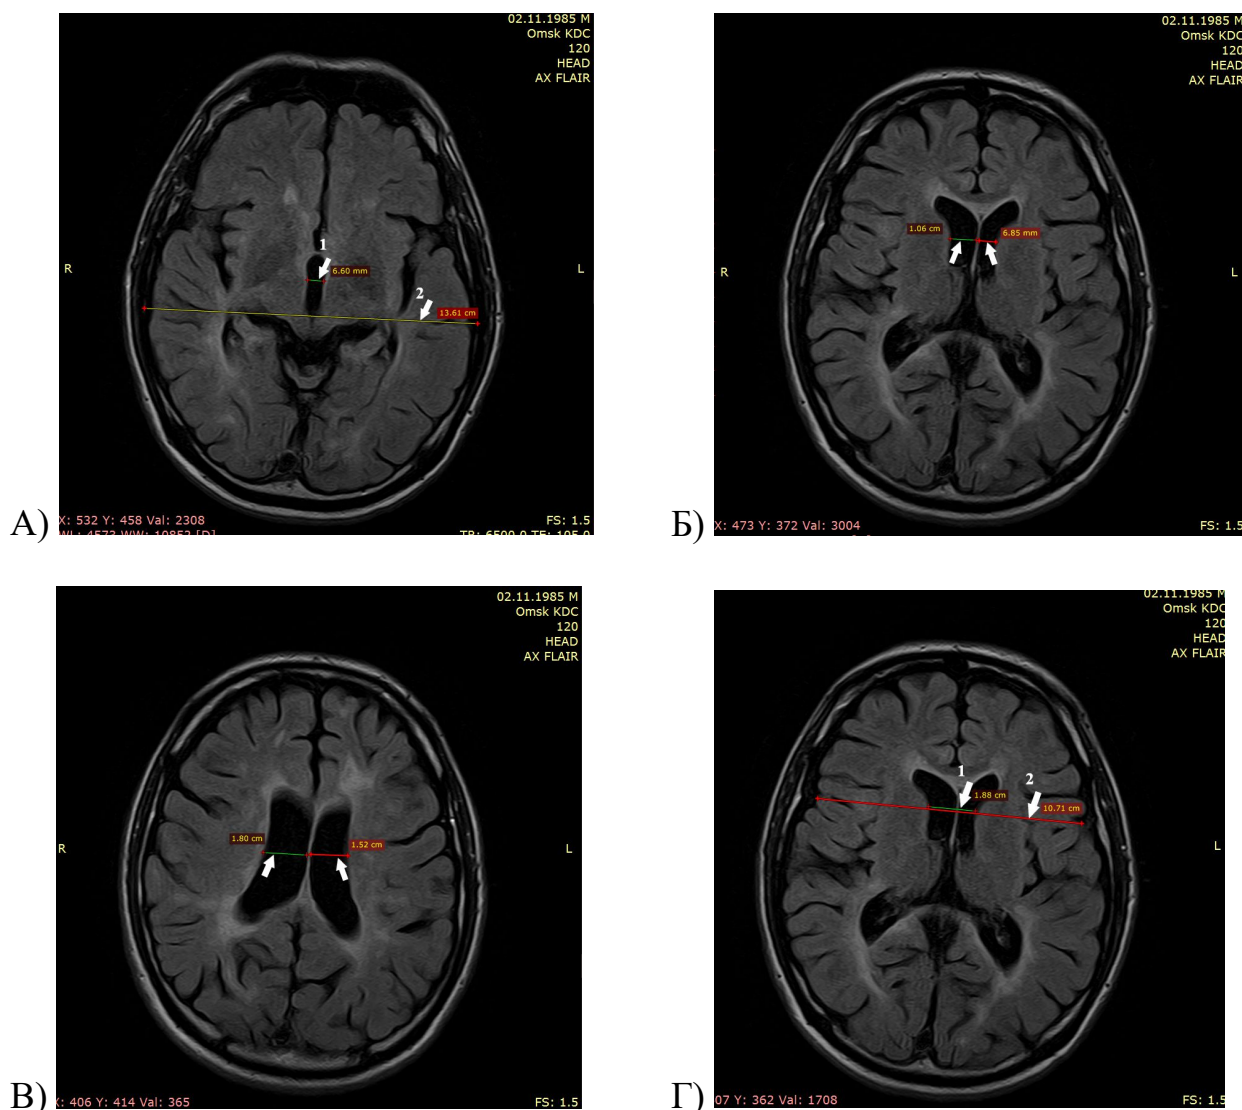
Аксиальные МР-изображения головного мозга пациента С. в режиме FLAIR: А – ширина третьего желудочка и определение индекса третьего желудочка (стрелка 1 – ширина третьего желудочка, стрелка 2 – расстояние между внутренними пластинками костей черепа); Б – ширина передних рогов боковых желудочков, В – ширина тел боковых желудочков, Г – вычисление межъядерного показателя (стрелка 1 – межъядерная дистанция, стрелка 2 – расстояние между наиболее удаленными границами мозга по той же линии)
